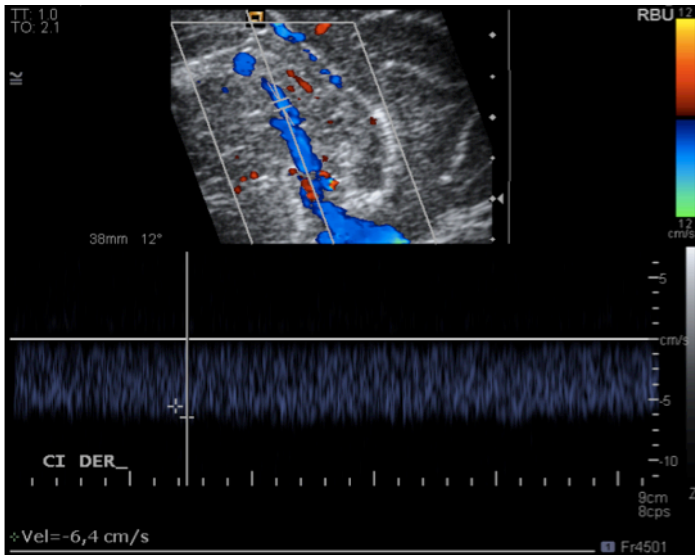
Imagen de Ultrasonido Doppler Espectral Transfontanelar con medición de la onda de flujo de las venas cerebrales internas (CI). Es difícil encontrar interfase entre cada una de ellas, pero con los parámetros de Doppler color adecuados se logra en la mayoría de los pacientes. Se identifica como confluyen hacia abajo para formar la Vena de Galeno. El patrón de la onda es parecido al de las venas subependimarias, con mayor velocidad y mayor ondulación.
